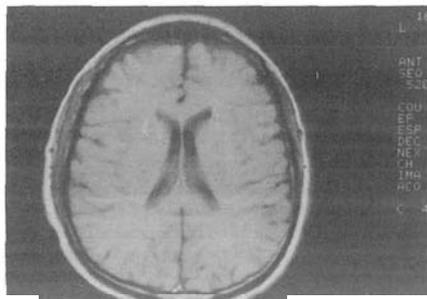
Resonancia nuclear magnética del caso 1; el estudio es normal
